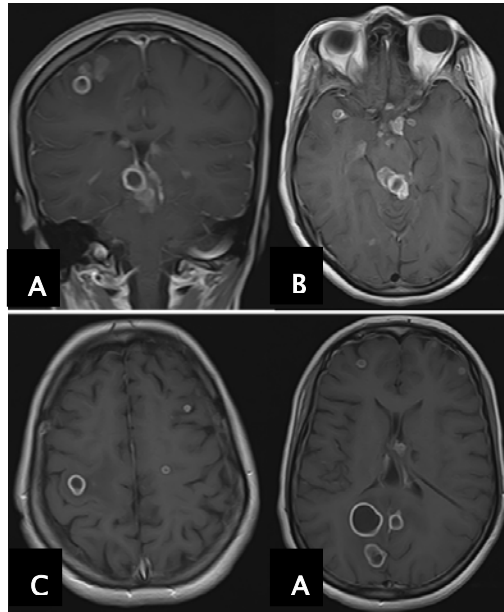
IRM EN SEQUENCE T1 AVEC INJECTION DE PRODUIT DE CONTRASTE OBJECTIVANT DES LESIONS MULTIPLES AVEC DE VERITABLES ABCES. NOTER LE DRAIN INTRAVENTRICULAIRE
